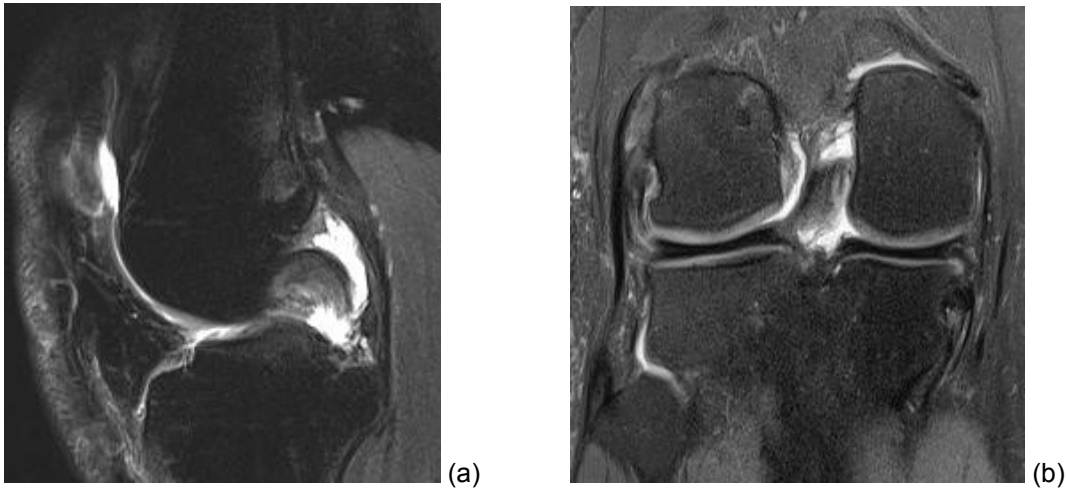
MRT-Aufnahme HKB-Ruptur (a) transversal, (b) sagittal
